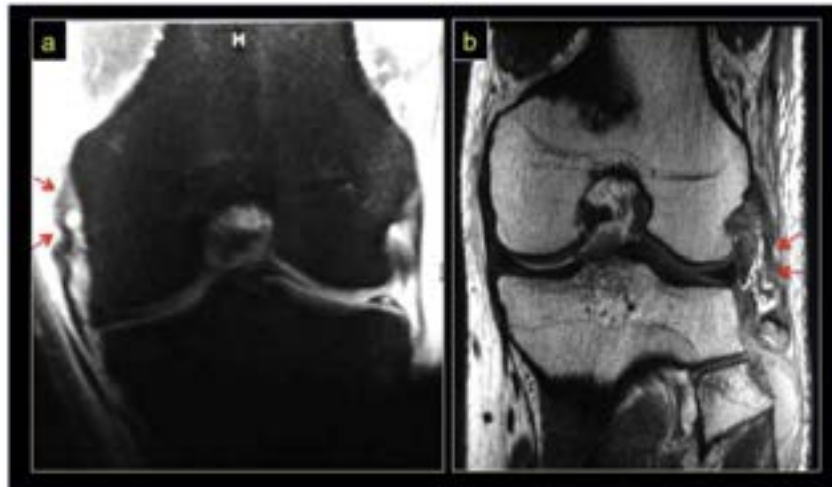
RM con lesión LCM y avulsión cabeza de peroné
